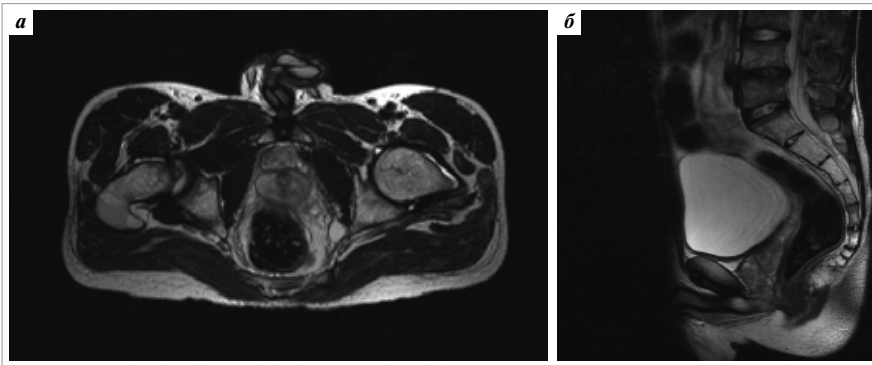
МРТ органов малого таза. T2-взвешенное изображение: а – аксиальная проекция; б – сагиттальная проекция
